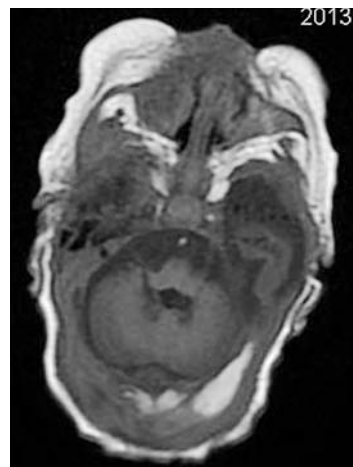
МРТ. Аксиальный срез. В проекции левого поперечного синуса определяется зона гиперинтенсивного МР-сигнала на T1
